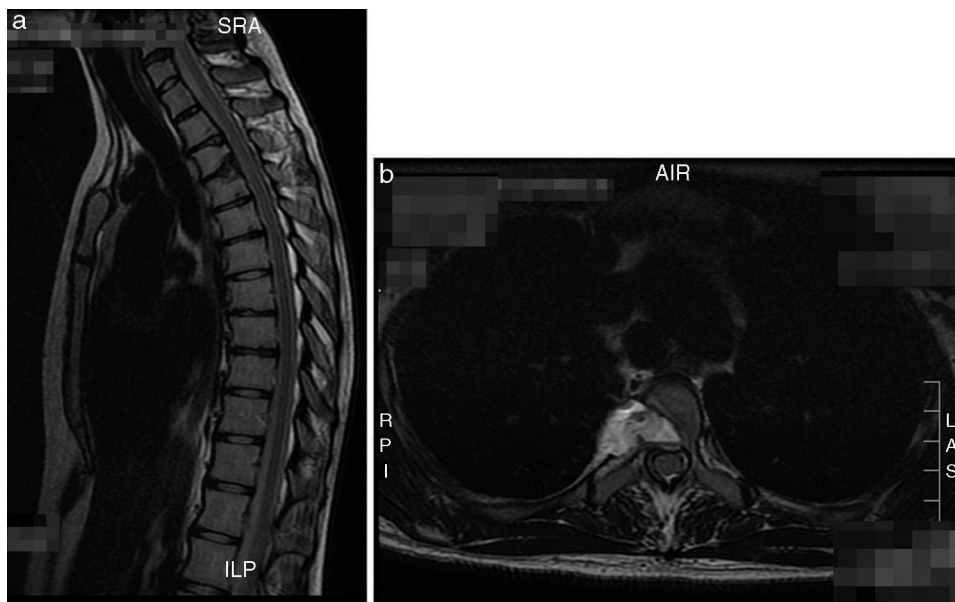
a y b. Caso 1: control RM de resección herniaria.
